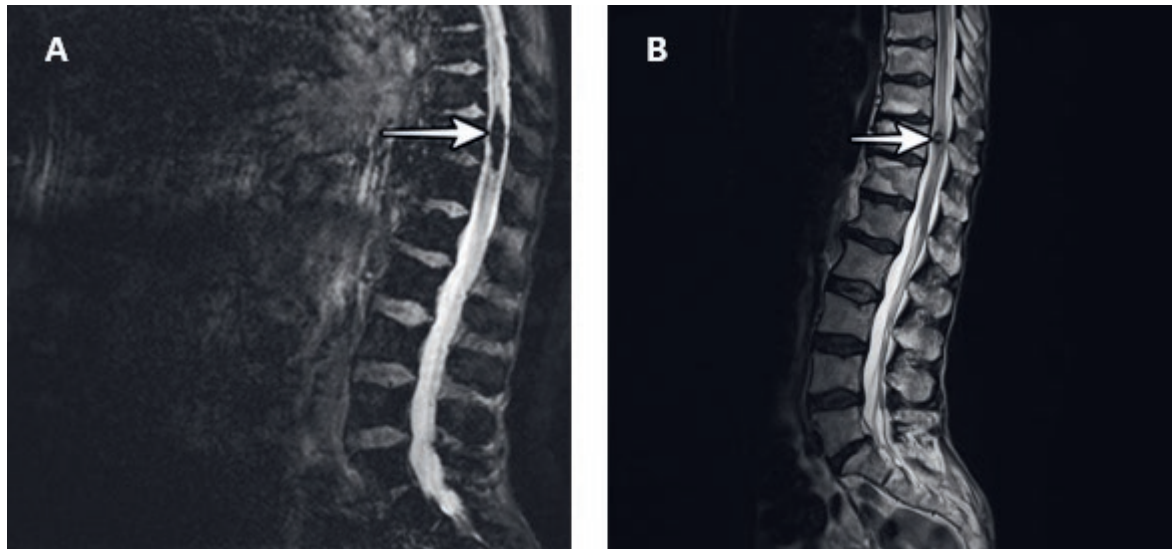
Magnetresonanztomographie. A) LWS T2 hemo: ausgedehnte Signalauslöschung im Myelon auf Höhe BWK 11 durch Hämosiderin (Pfeil). B) LWS T2: subakut eingekapseltes Kavernom auf Höhe BWK 11 mit Hämosiderinsaum (Pfeil), leicht raumfordernder Wirkung und ausgeprägtem Begleitödem (BWK 9 bis LWK 1). LWS: Lendenwirbelsäule; BWK: Brustwirbelkörper; LWK: Lendenwirbelkörper.
